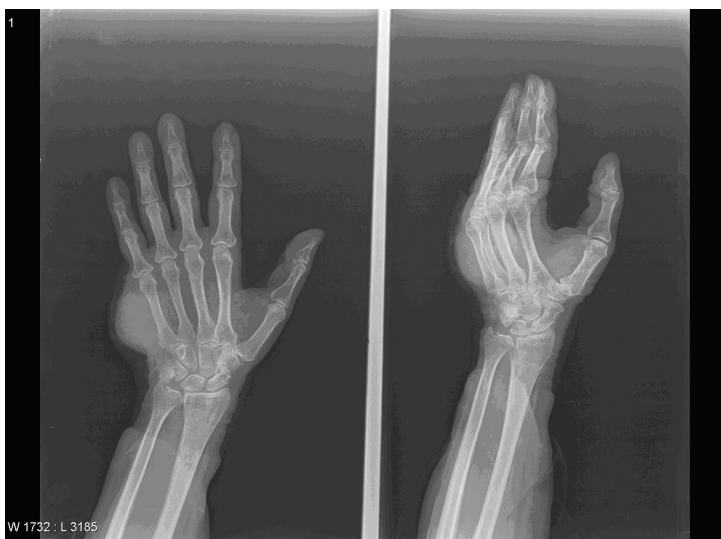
Radiografía de mano izquierda. Se aprecia tumoración de partes blandas en eminencia hipotenar en contacto con el V metacarpiano.
